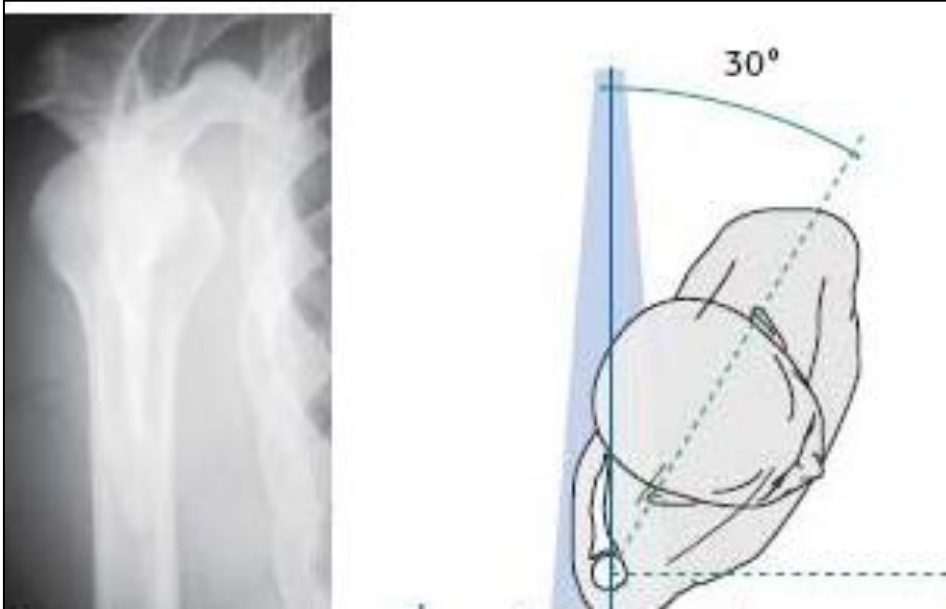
Omuz AP grafisi ve anatomik yapılar
